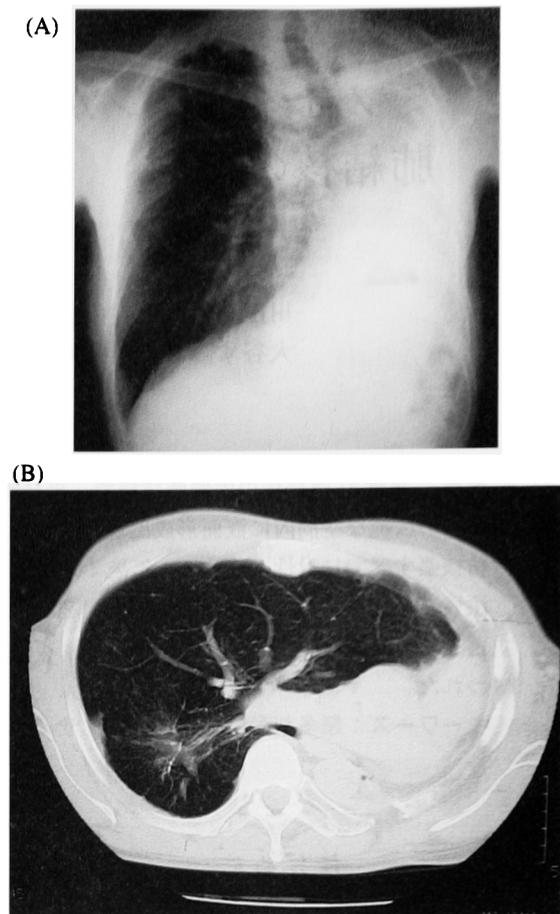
(A) Chest X ray on 6 December 2005, showing disappearance of cavitary lesion and decreased apical lesion. (B) Chest CT film on 28 November 2005, showing disappearance of cavitary lesion.
